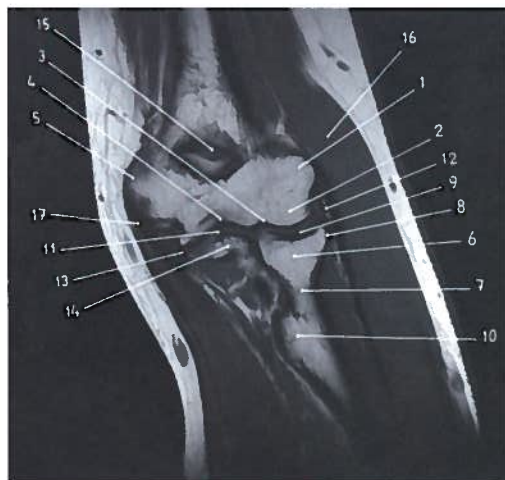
Corte coronal do cotovelo esquerdo em RM
